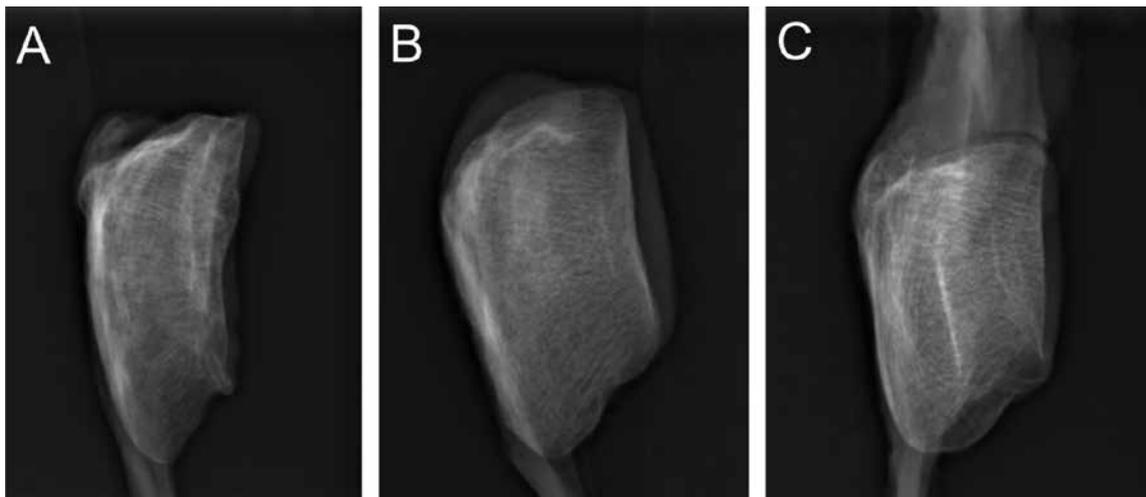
膝蓋骨下極の分類（単純X線画像，側面像，左側）
